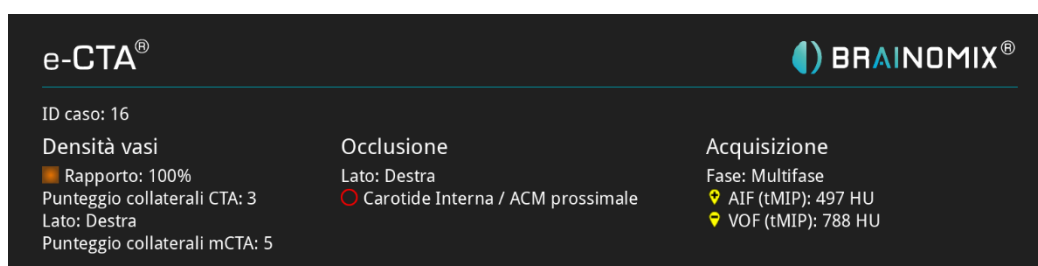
Risultati fase e-CTA, a sinistra la valutazione dei circoli collaterali, al centro il sito di occlusione, a destra la valutazione dell'acquisizione.
